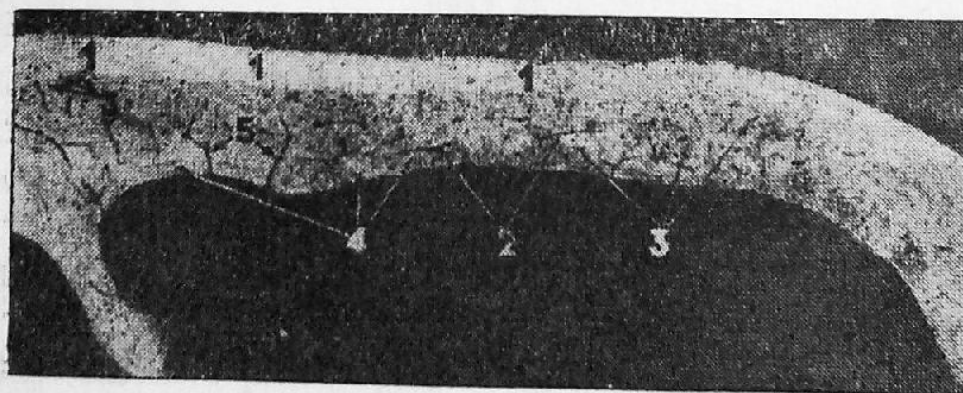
Микрорентгенограмма поперечного шлифа трубчатой кости кролика (по М. И. Мелихову):
